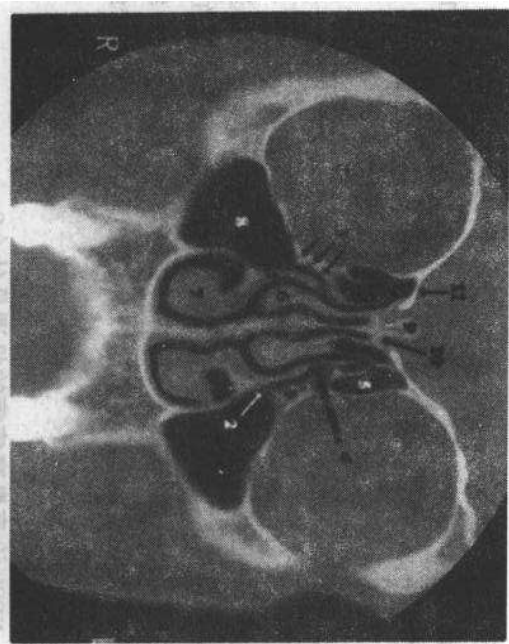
OMU解剖。冠状CT扫描像：①钩状盘；②内侧的上颌窦开口；③漏斗；④半月裂孔；⑤筛泡；⑥中鼻道内的中鼻甲；⑦下鼻道内的下鼻甲；⑧上颌窦；⑨鸡冠；⑩筛板；⑪筛骨顶盖
